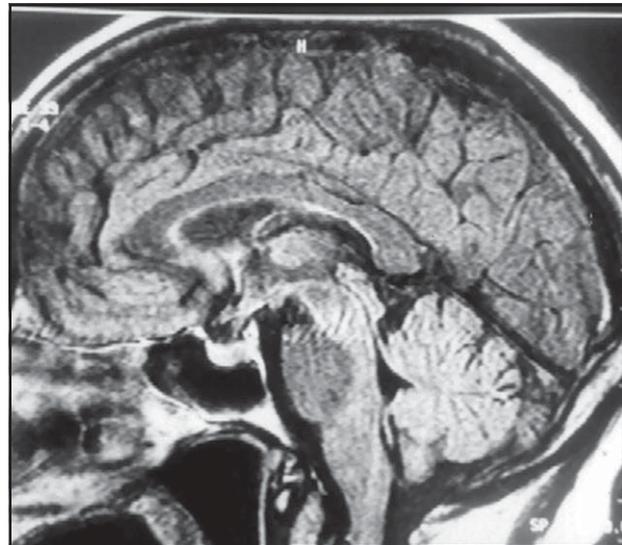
Corte sagital em T1 de ressonância de encéfalo demonstrando a ressecção completa do tumor.
